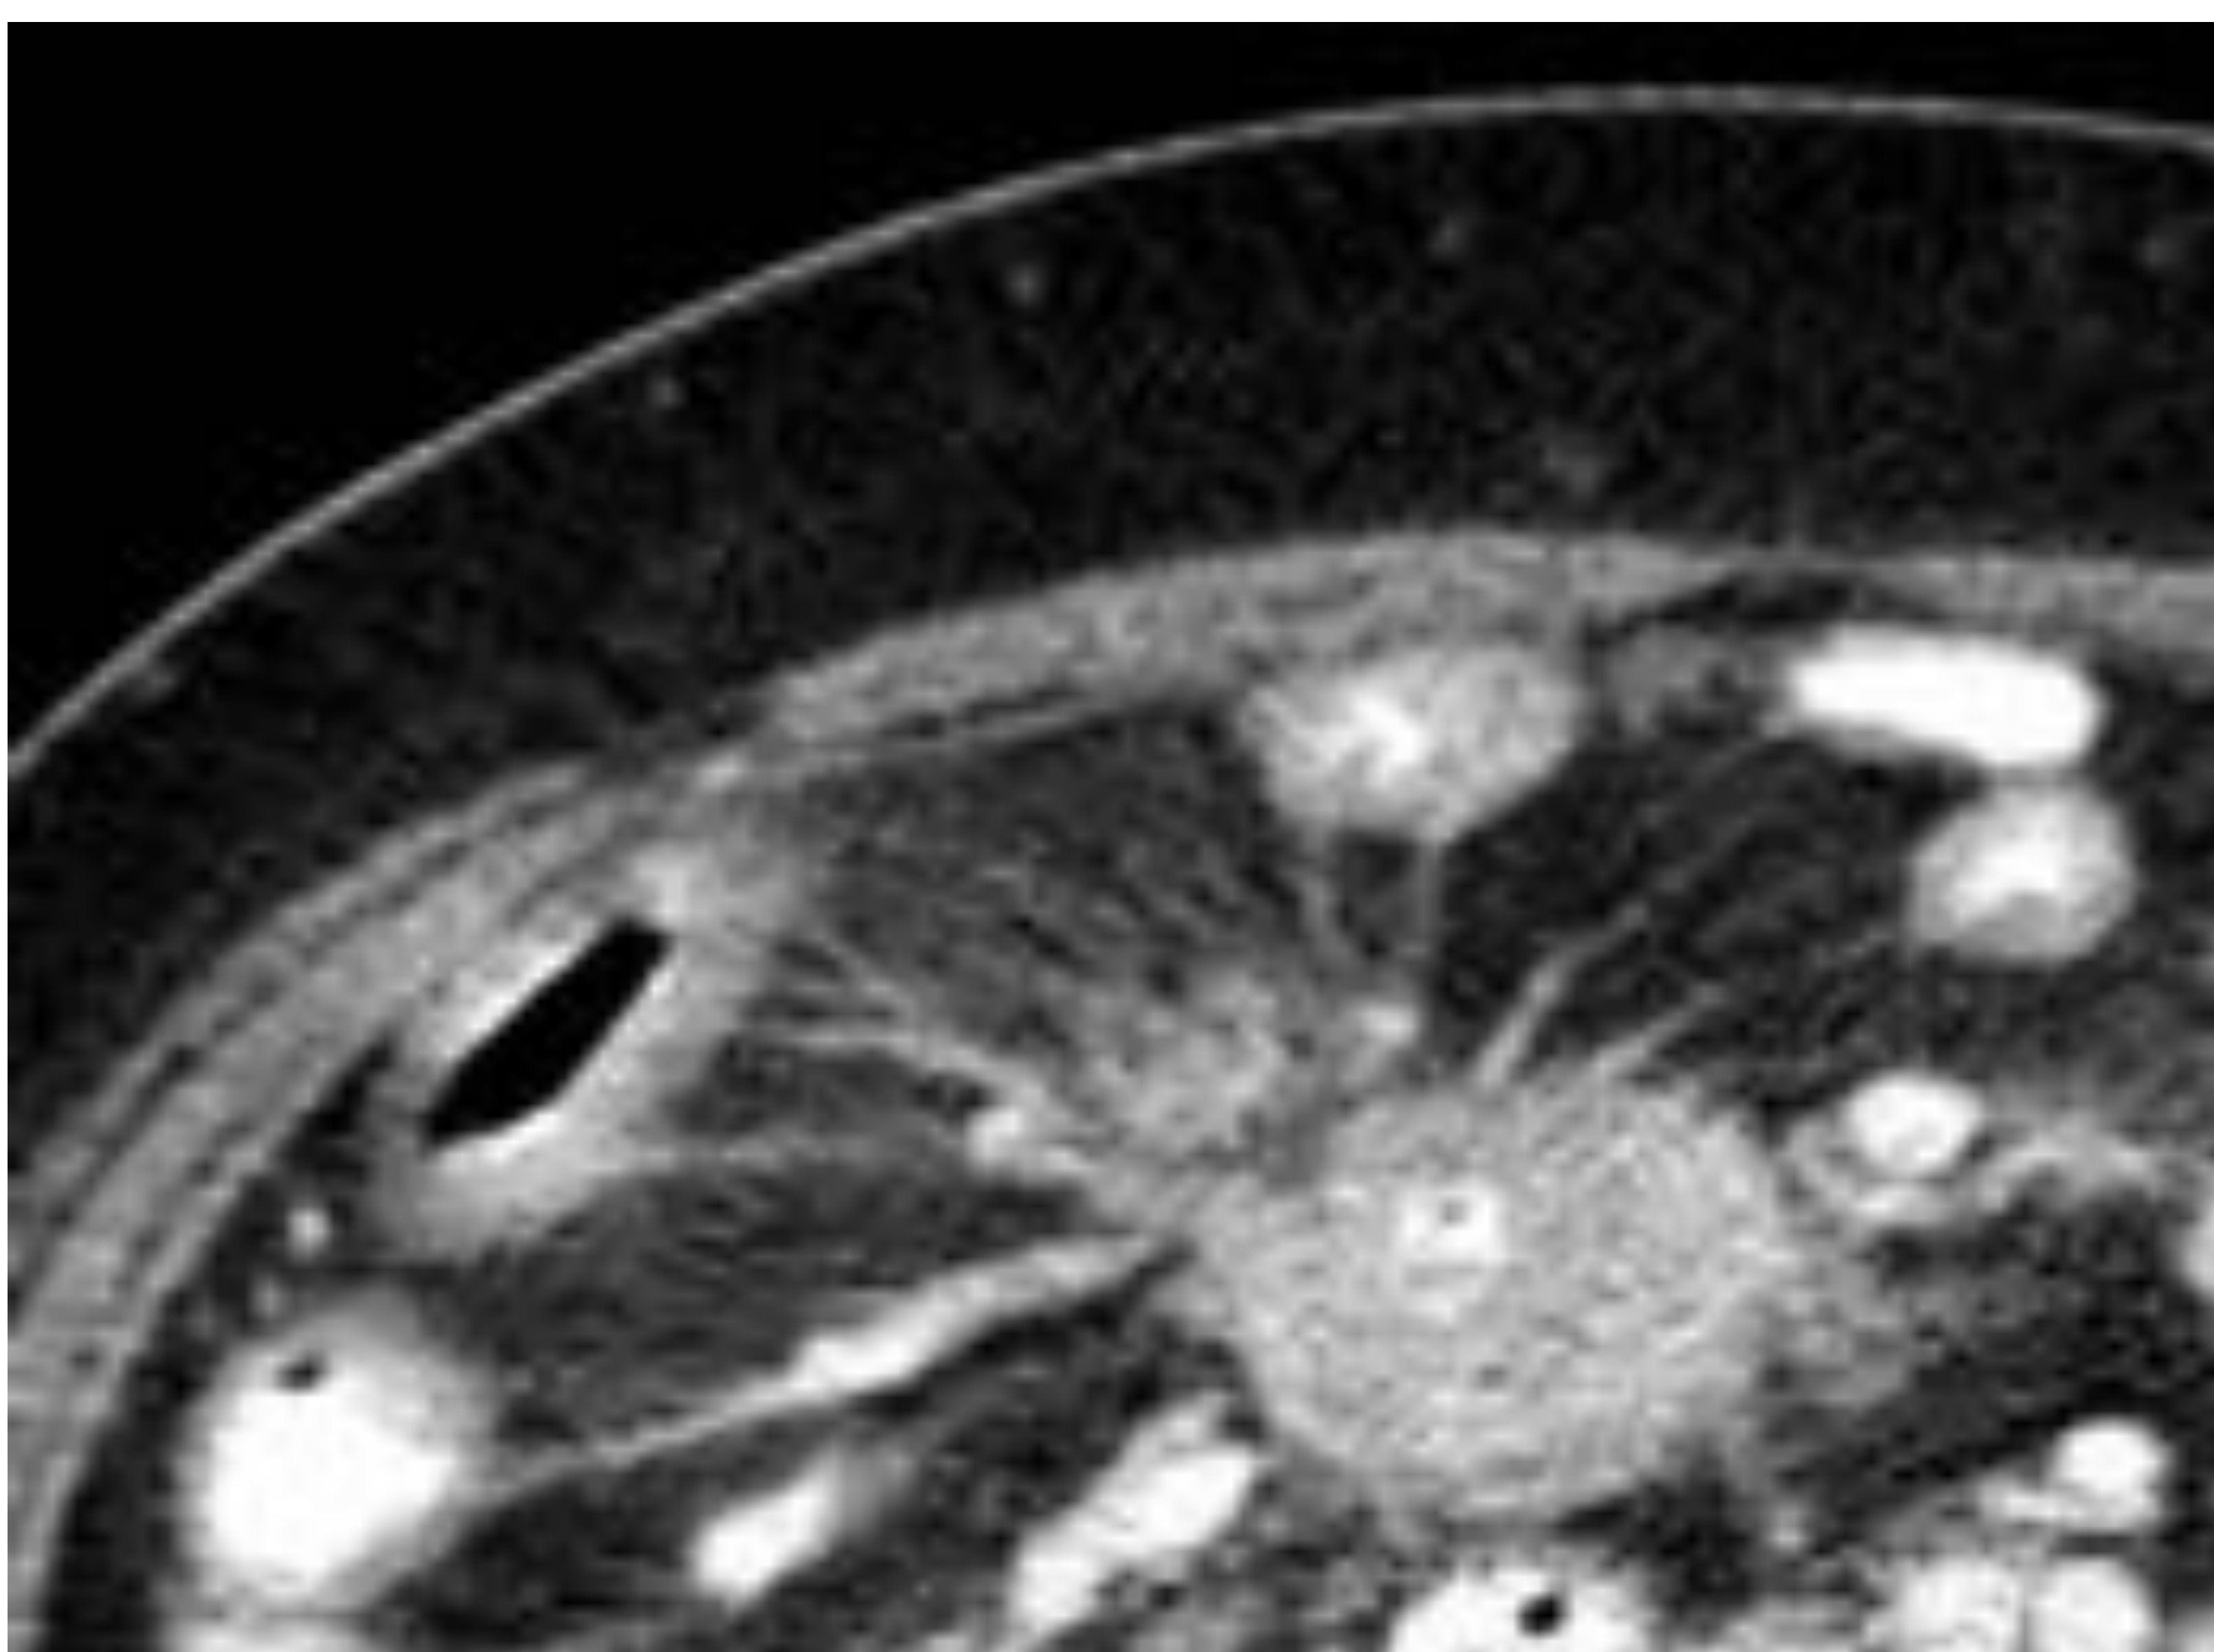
TC abdominopélvico con contraste intravenoso. Corte axial.
